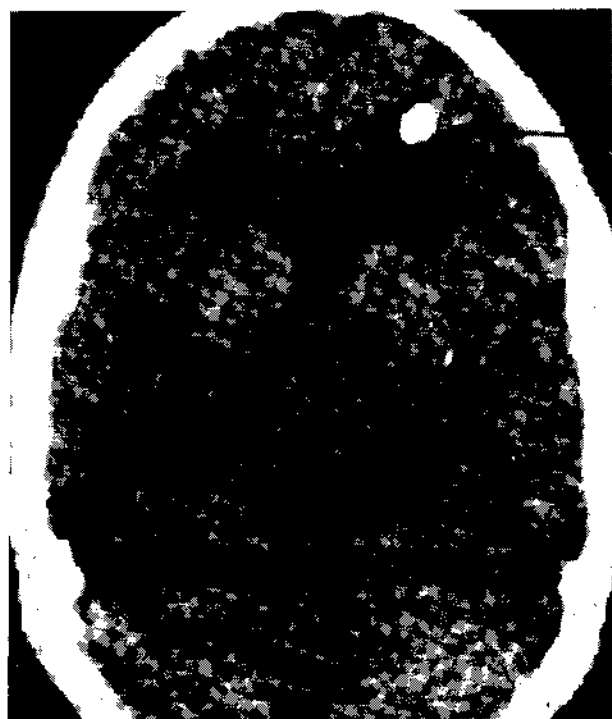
Tomografía computarizada en un paciente con crisis parciales sensitivas derechas; se aprecia un granuloma calcificado (flecha) en lóbulo frontal izquierdo
